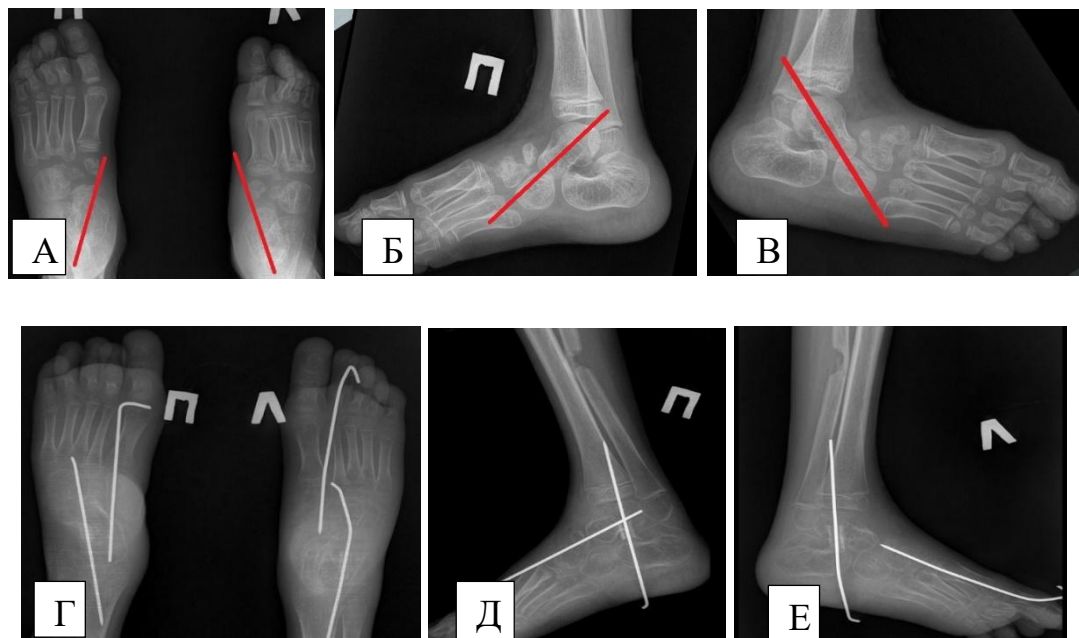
Мальчик О., 6 лет, ВВТ обеих стоп. А, Б, В – рентгенограммы стоп, рецидив с двух сторон $D < S$; Г, Д, Е – рентгенограммы стоп после операции Грайса
